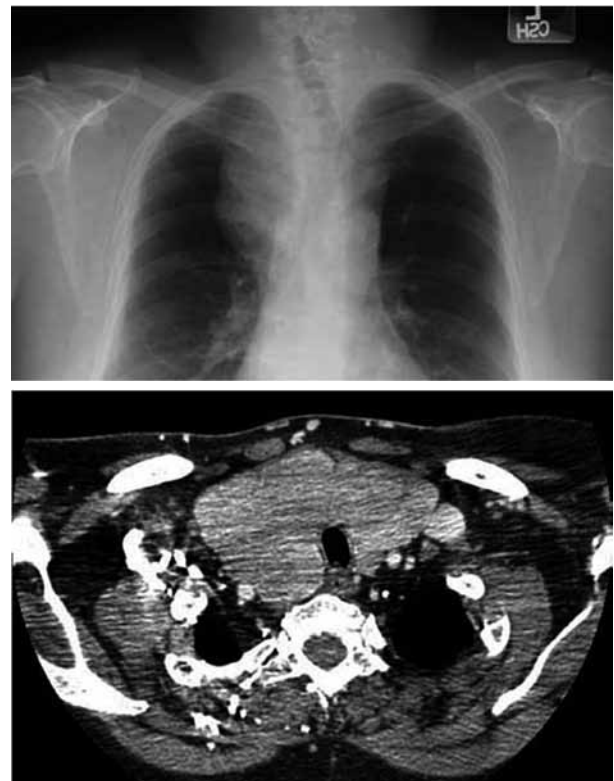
Клинический случай 4. При рентгенографии (А) выявляется объемное образование средостения справа. КТ шеи (В) без контраста показывает, что этим образованием является крупный смешанный зоб, опускающийся через верхнюю апертуру грудной клетки в средостение, трахея смещена влево
